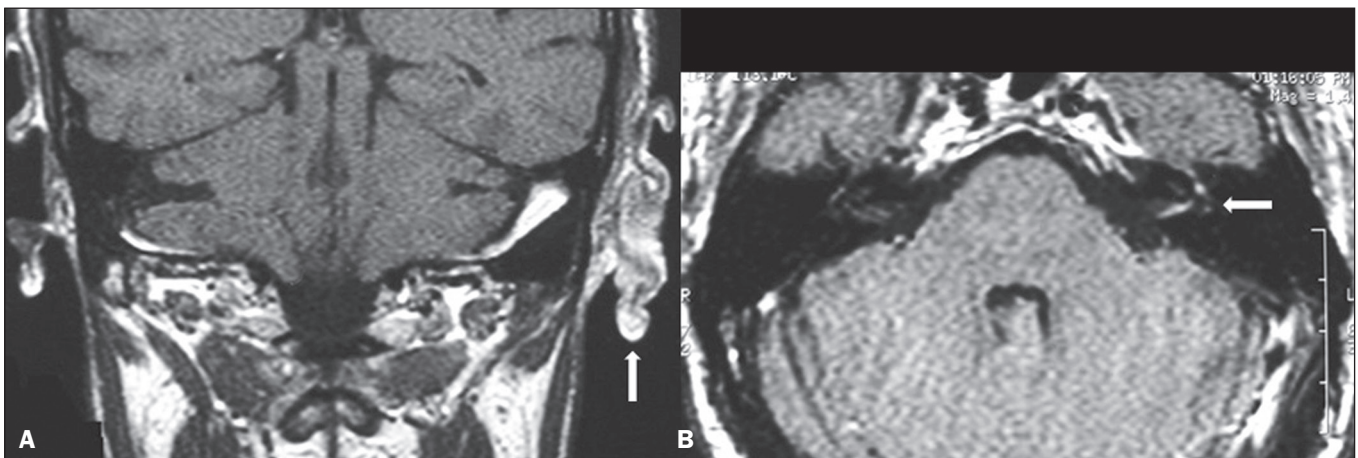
Síndrome de Ramsay Hunt. A: RM, sequência T1, corte coronal demonstrando aumento de partes moles do pavilhão auricular esquerdo (seta). B: RM, sequência T1 pós-contraste, corte axial demonstrando realce dos nervos vestibulococlear e facial à esquerda, e discreto do labirinto ipsilateral (seta).
